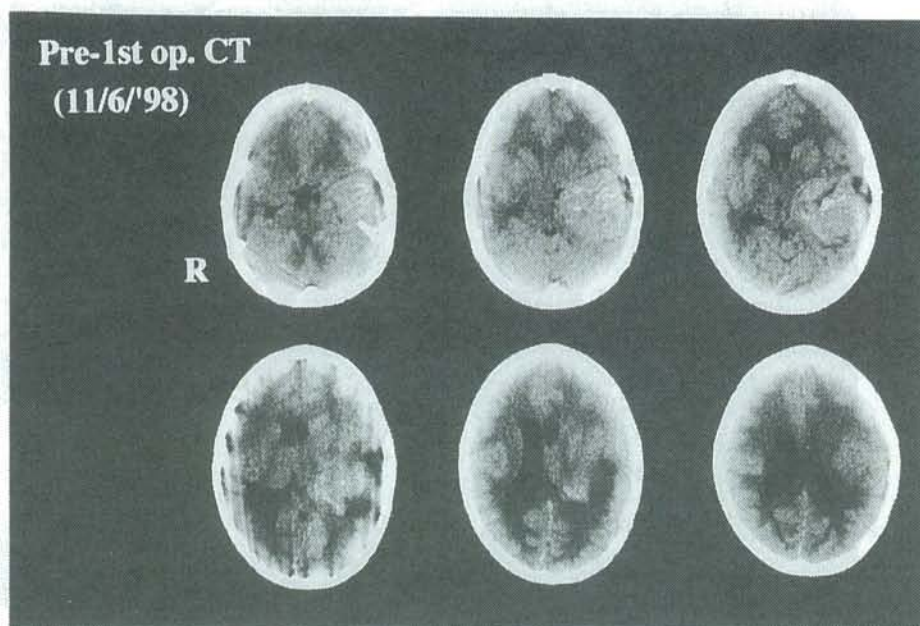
CT scans just before the 1st operation.
